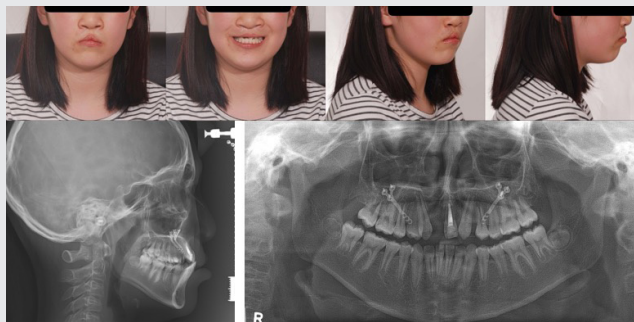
Facial photographs, lateral cephalogram, and panoramic radiograph at reassessment (age of ten years).
